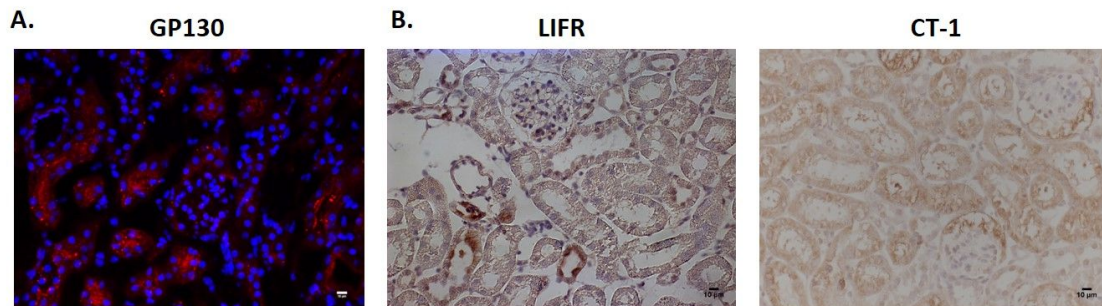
Expresión de cardiotrofina-1 y sus receptores en riñones de ratones. A. Inmunofluorescencia de GP130. B. Inmunohistoquímica de LIFR y CT-1. Magnificación: 400X; barra= 10 µm. CT-1: cardiotrofina-1, GP130: glicoproteína 130, LIFR: receptor de LIF.
